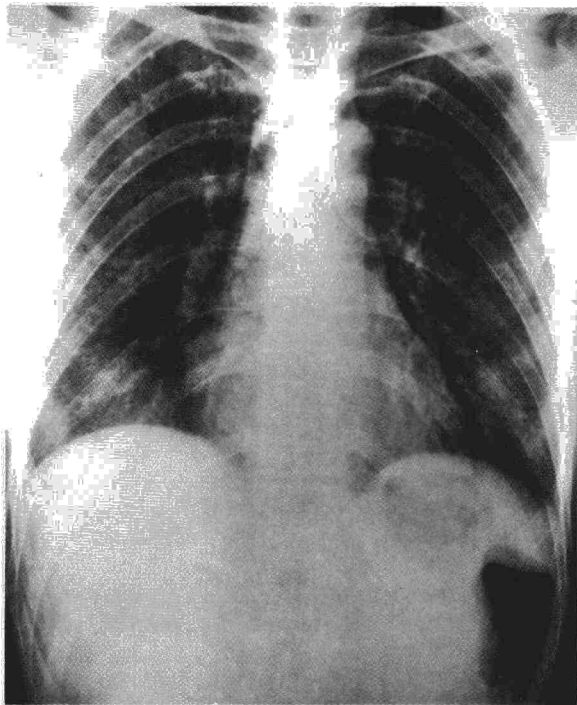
Radiografía posteroanterior de tórax del caso n.º 2, en la que se aprecian infiltrados alveolo-intersticiales basales fundamentalmente en hemitórax derecho. Existen lesiones residuales calcificadas en vértice derecho.
